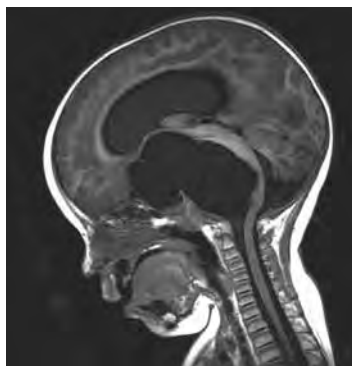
Corte sagital de resonancia magnética nuclear. Se observa la gran masa que condiciona un efecto expansivo considerable en el tronco del encéfalo.
